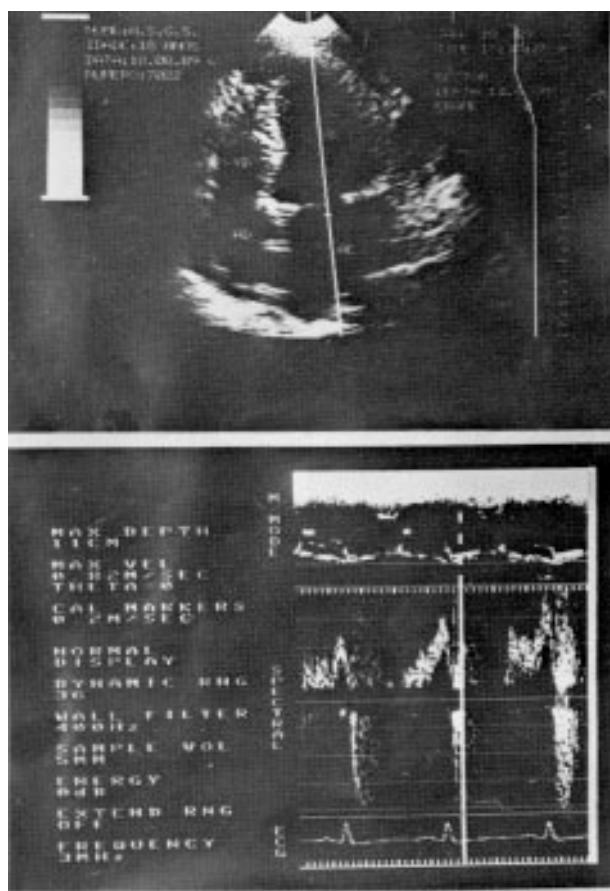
Ecodoppler pós-operatório, em corte apical de quatro câmaras onde se detecta discreta turbulência sistólica no interior do átrio esquerdo próximo a valve mitral
